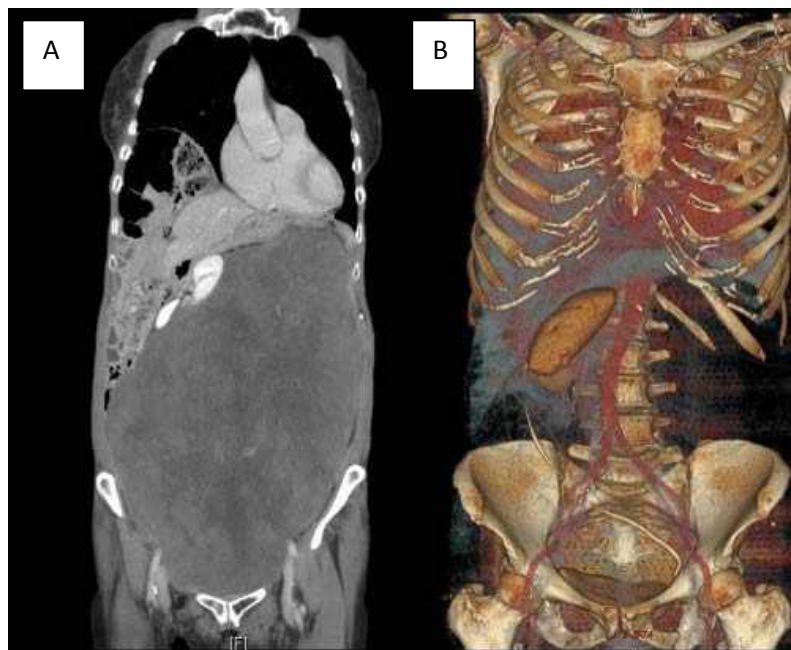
Corte coronal de la tomografía computarizada donde se observa una gran masa abdominal con desplazamiento de estructuras vecinas. 1B. Reconstrucción en 3D donde se representa el desplazamiento del riñón izquierdo hacia el lado contralateral.
